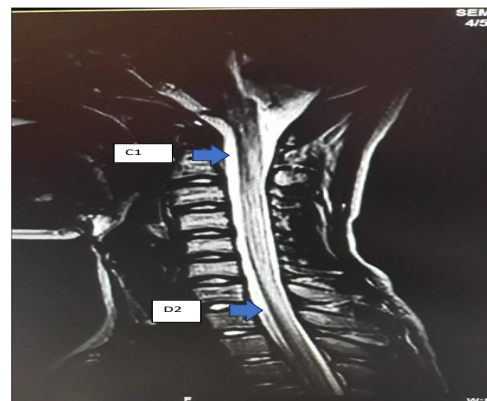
IRM médullaire : hyper signal s'étendant de C1 à D2
